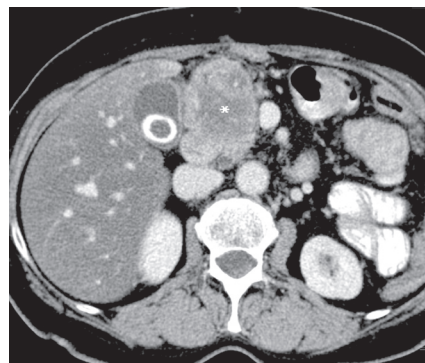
КТ органов брюшной полости больной Л. до лечения. Морфологически подтвержденный регионарный рецидив рака желудка. В области культи двенадцатиперстной кишки определяется патологическое мягкотканое образование (*) неправильной формы, неоднородной плотности, размерами 59×51 мм
